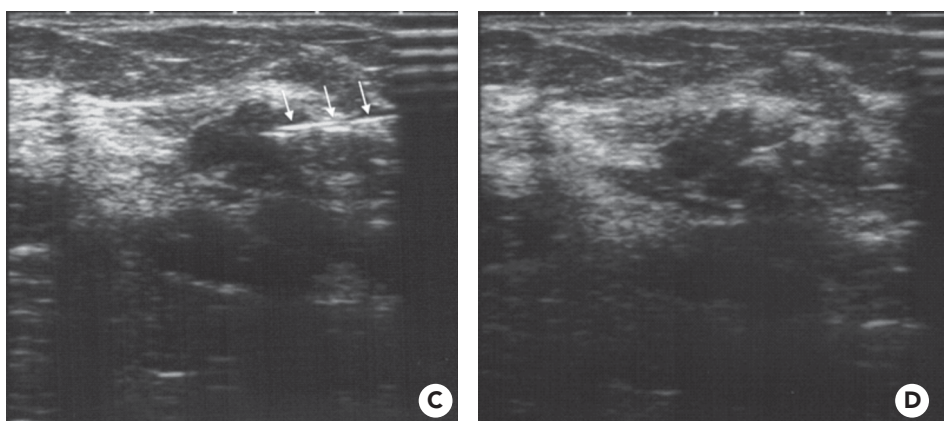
C y D. Toma de biopsia con aguja gruesa 14 G mostrando como retornan mejor los ecos (brilla) desde la aguja (flechas blancas) cuando está casi paralela a la membrana del transductor y como se degrada la imagen cuando la aguja está a 45 grados con el haz de ultrasonido.
